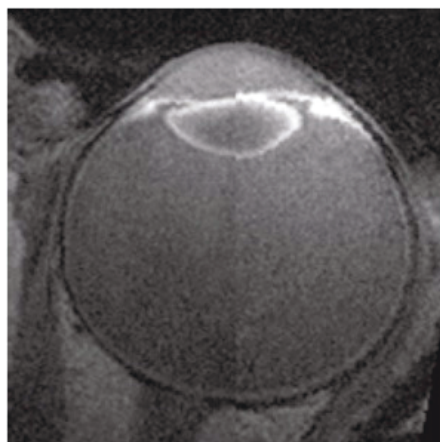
Ejemplo de imagen de resonancia magnética.
